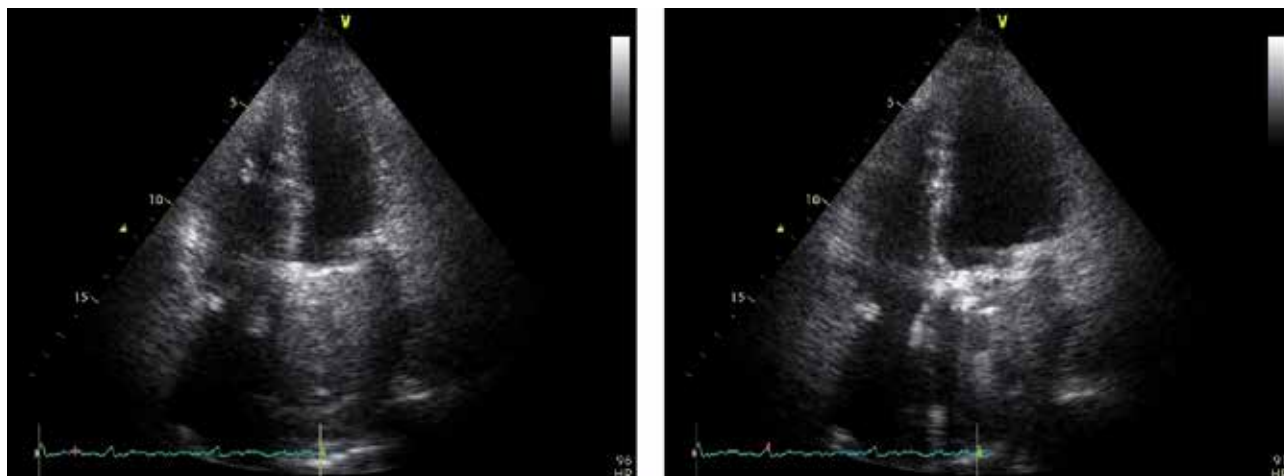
Ecocardiografía transtorácica vista de cuatro cámaras dos semanas después de la cirugía muestra función y motilidad del ventrículo izquierdo normales (A) en sístole y (B) en diástole
